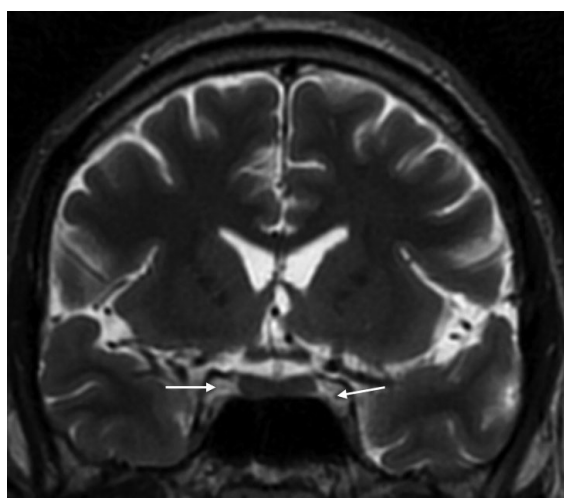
Пациент И., МРТ в режиме T2-ВИ: на фоне визуализирующихся ветвей средней мозговой артерии с двух сторон белыми стрелки обозначены кавернозные синусы с отсутствующими в них внутренними сонными артериями. Источник: составлено авторами
